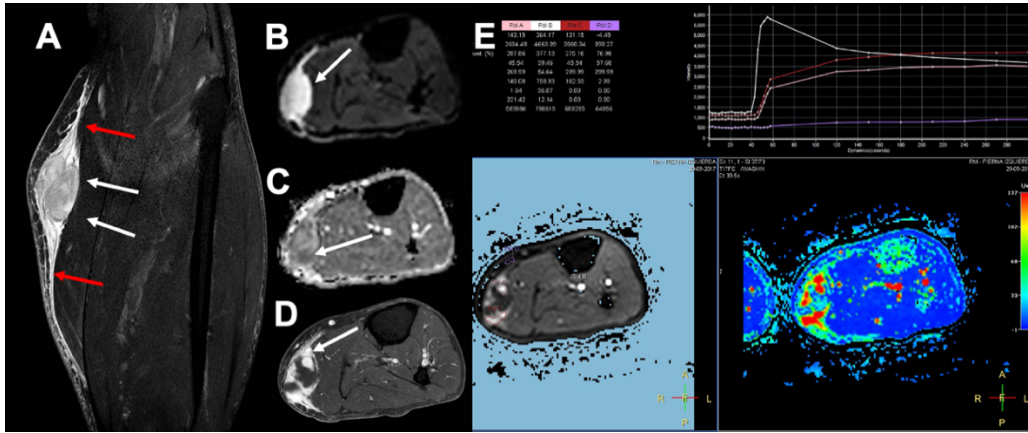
Sarcoma de fusocelular de bajo grado localizado en la cara interna de la pierna. Lesión nodular que impronta la vertiente medial del gemelo interno (flechas blancas en A) con extenso edema perilesional (flechas rojas en A). Se objetiva moderada restricción de la DWI con valores b de 800 s/mm^2 (flecha en B), y valores de ADC seleccionado de $1337 \text{ mm}^2/\text{s}$ (flecha en C). En la secuencia estática postcontraste se evidencian realces nodulares periféricos (flecha en D); mientras que en la perfusión dinámica se pone de manifiesto una curva de captación precoz con meseta en fases más tardías (curva intensidad-tiempo en E).
